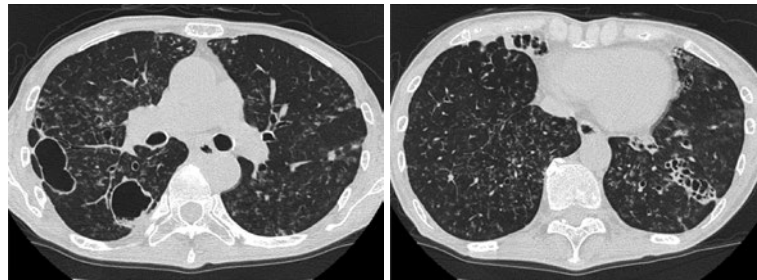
入院時の胸部単純CT。右中葉と左下葉の気管支拡張部位の壁肥厚と右下葉に多発空洞影，両肺野びまん性に小葉中心性粒状影を認めた。
